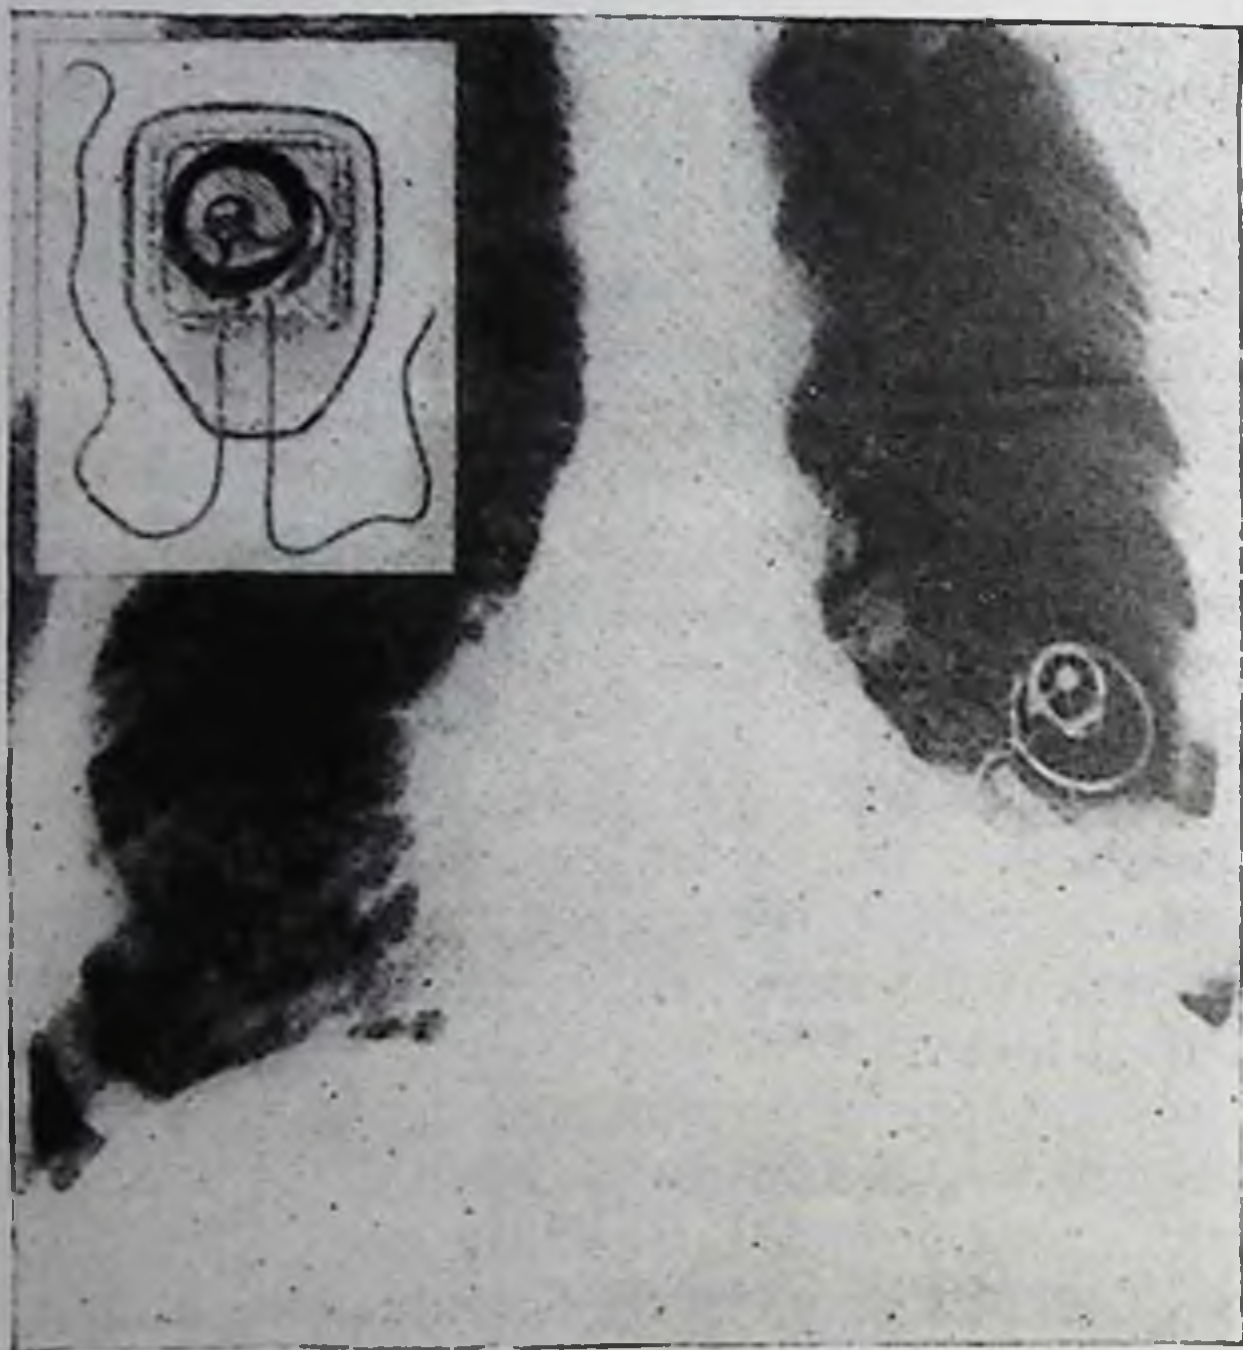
Рентгенограмма грудной клетки больного с вживленным радиоприемным контуром
